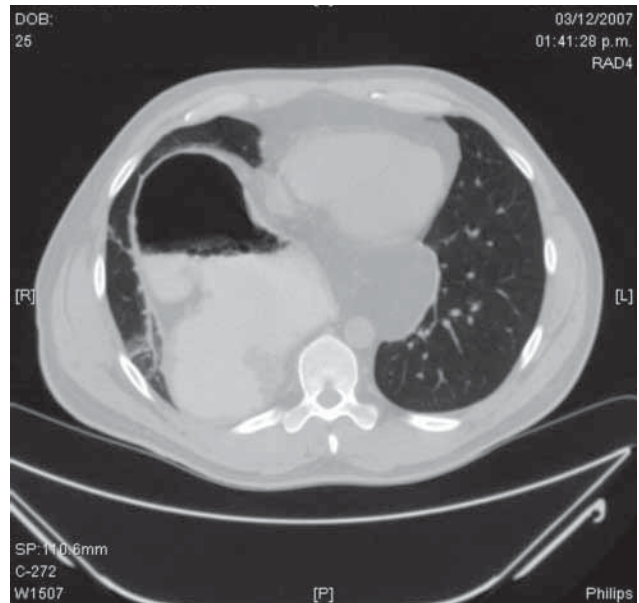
TAC de tórax y abdomen preoperatoria.
